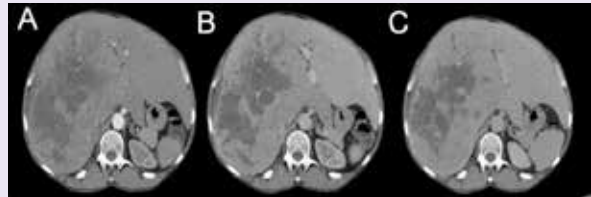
Tomografia computadorizada de abdome superior. (A) Fase arterial, (B) Fase portal e (C) Fase de equilíbrio.
